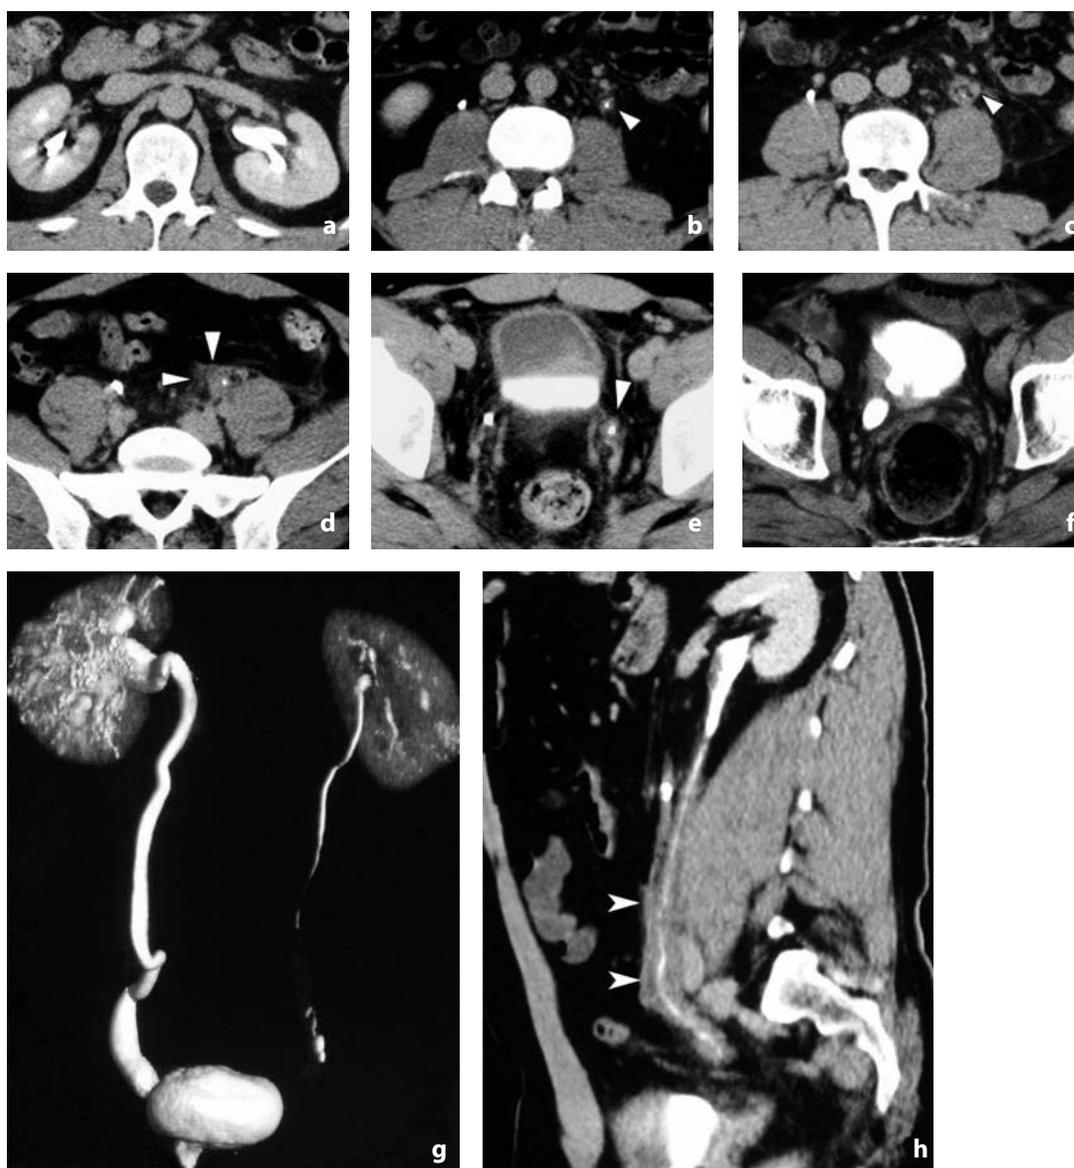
Tomografia computerizzata. Compressione ureterale da stasi venosa. a-f Fase tardiva dello studio dinamico: si osserva ispessimento parietale dell'uretere sinistro (punte di freccia), spiccato edema del tessuto adiposo circostante e riduzione del lume della via escrettrice. È stenotico anche l'ostio ureterale, come apprezzabile nella ricostruzione SSD (g) e 3D (h)
